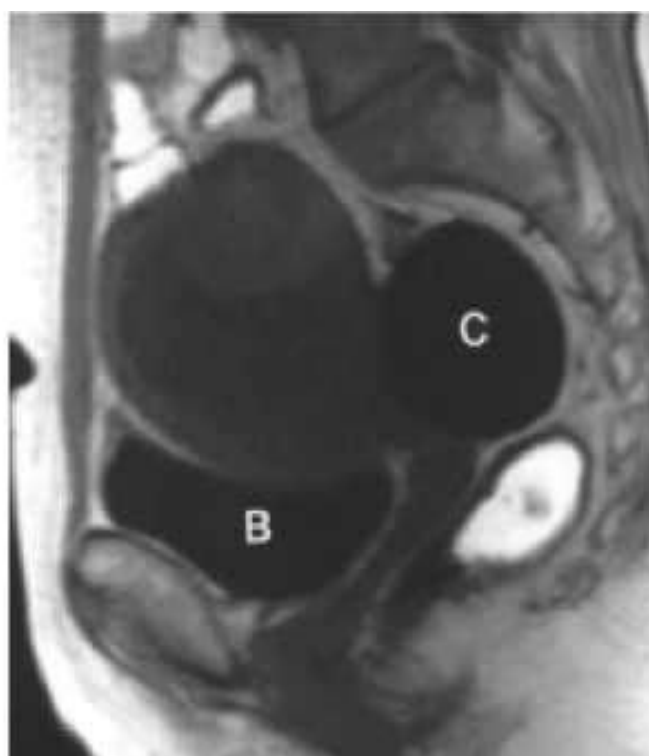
Coupe sagittale d'IRM en T1. Large masse hypointense occupant la cavité endométriale (sarcome indifférencié) (41)
